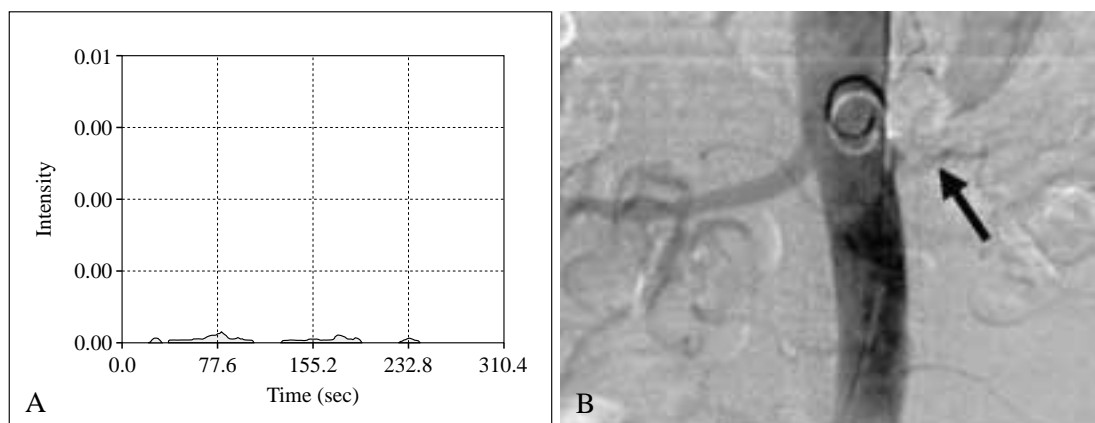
Ostruzione dell'arteria renale sn. A) Enhancement contrastografico praticamente assente a livello del rene sn. B) La DSA antero-posteriore conferma (freccia) i reperti ecotomografici ed Angio-RM.
